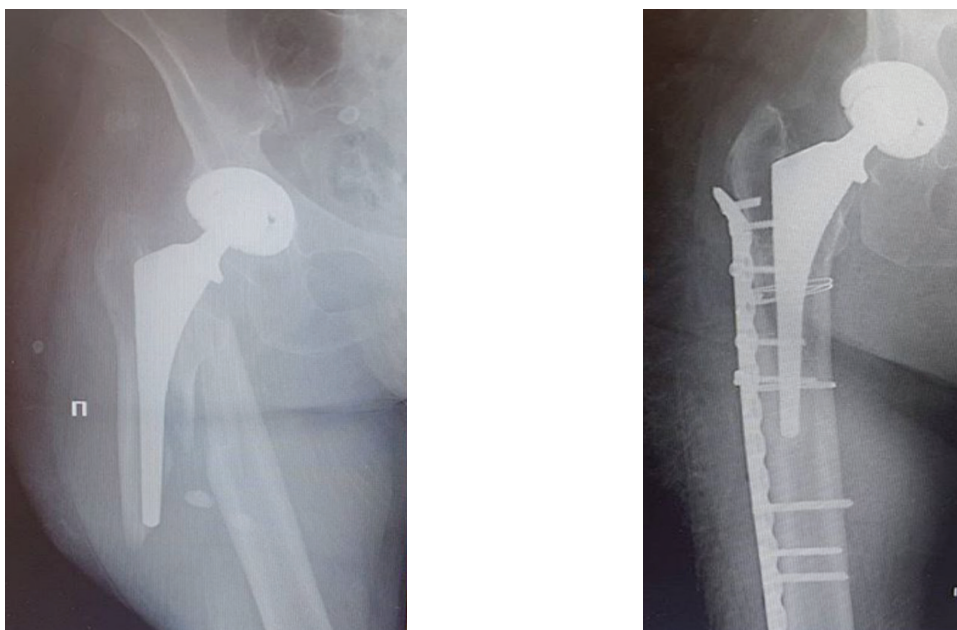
Рентгенограмма больной А.А. до и через 8 месяцев после остеосинтеза
